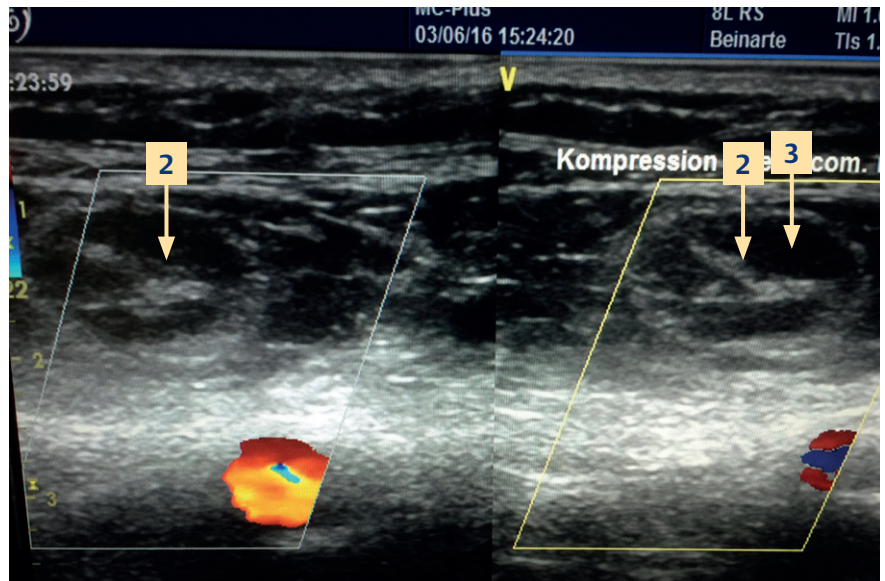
Kompressionssonografie der V. femoralis communis rechts. Links identischer Befund (nicht dargestellt).
